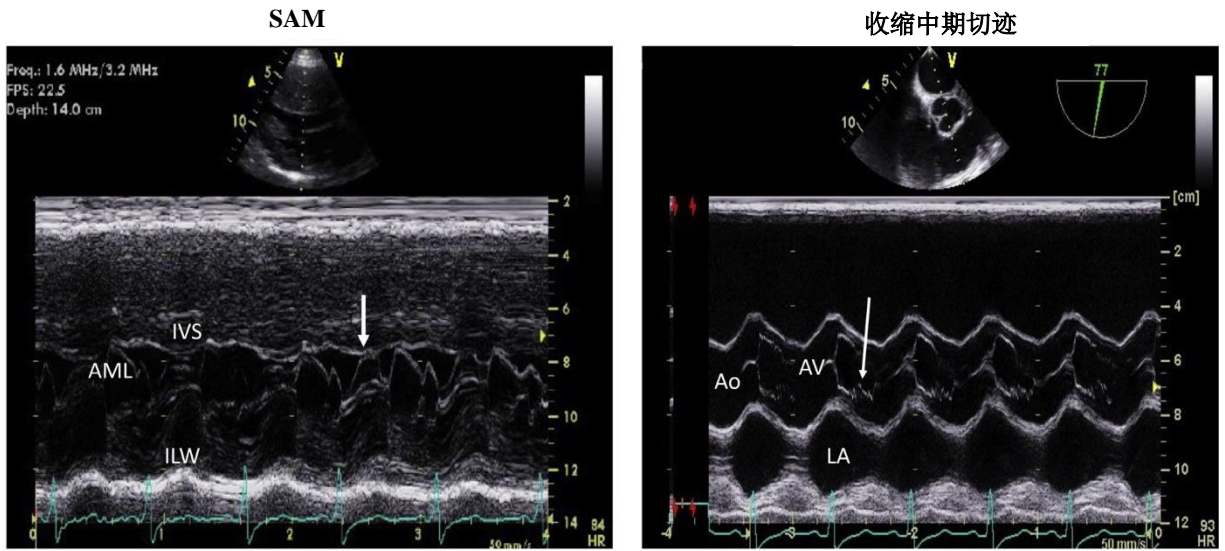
二尖瓣和主动脉瓣的 M 型超声心动图描记图。(左图)：二尖瓣前叶 (AML) 接触间隔 (IVS)，用白色箭头标识。(右图)：主动脉瓣 (AV) 过早闭合导致收缩中期切迹 (白色箭头)，与左心室流出道梯度峰值相关。
